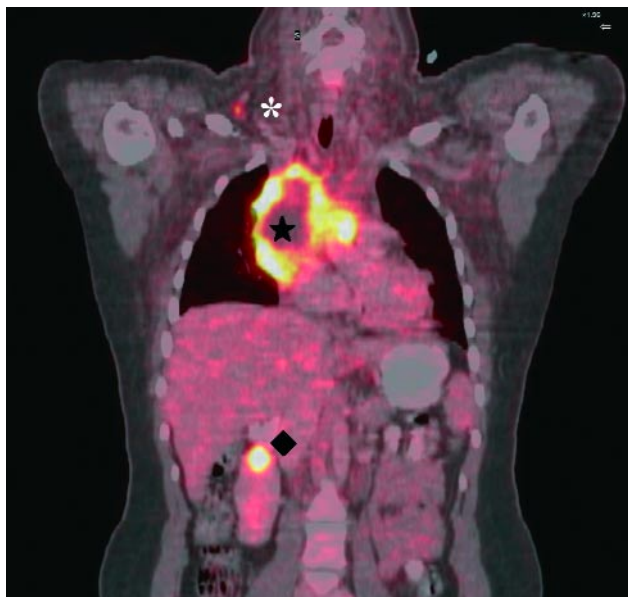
PET-CT: een letsel in de rechter nier (◆) en rechts supraclaviculair (*), alsook het gekende mediastinale proces (★).
